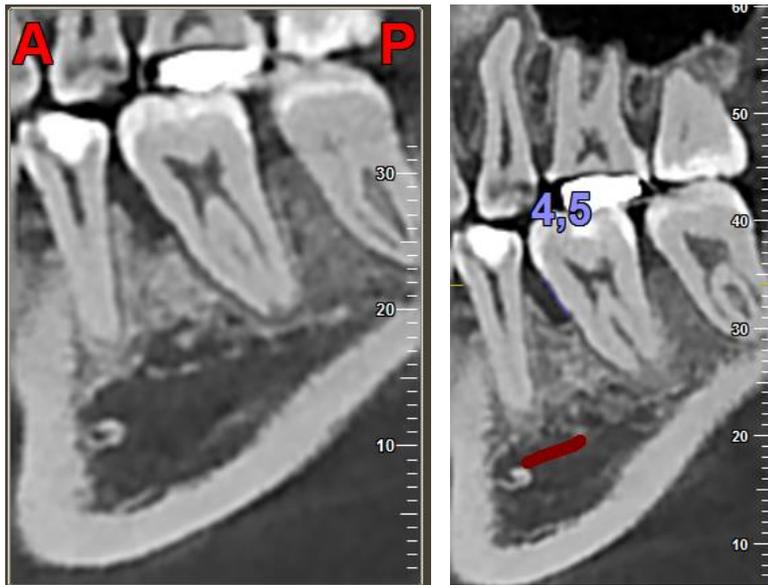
Tomografía Cone Beam, Corte , Corte trasversal, interval del corte 0,5 y grosor del corte 1mm, en donde se observa la pérdida osea horizontal leve
